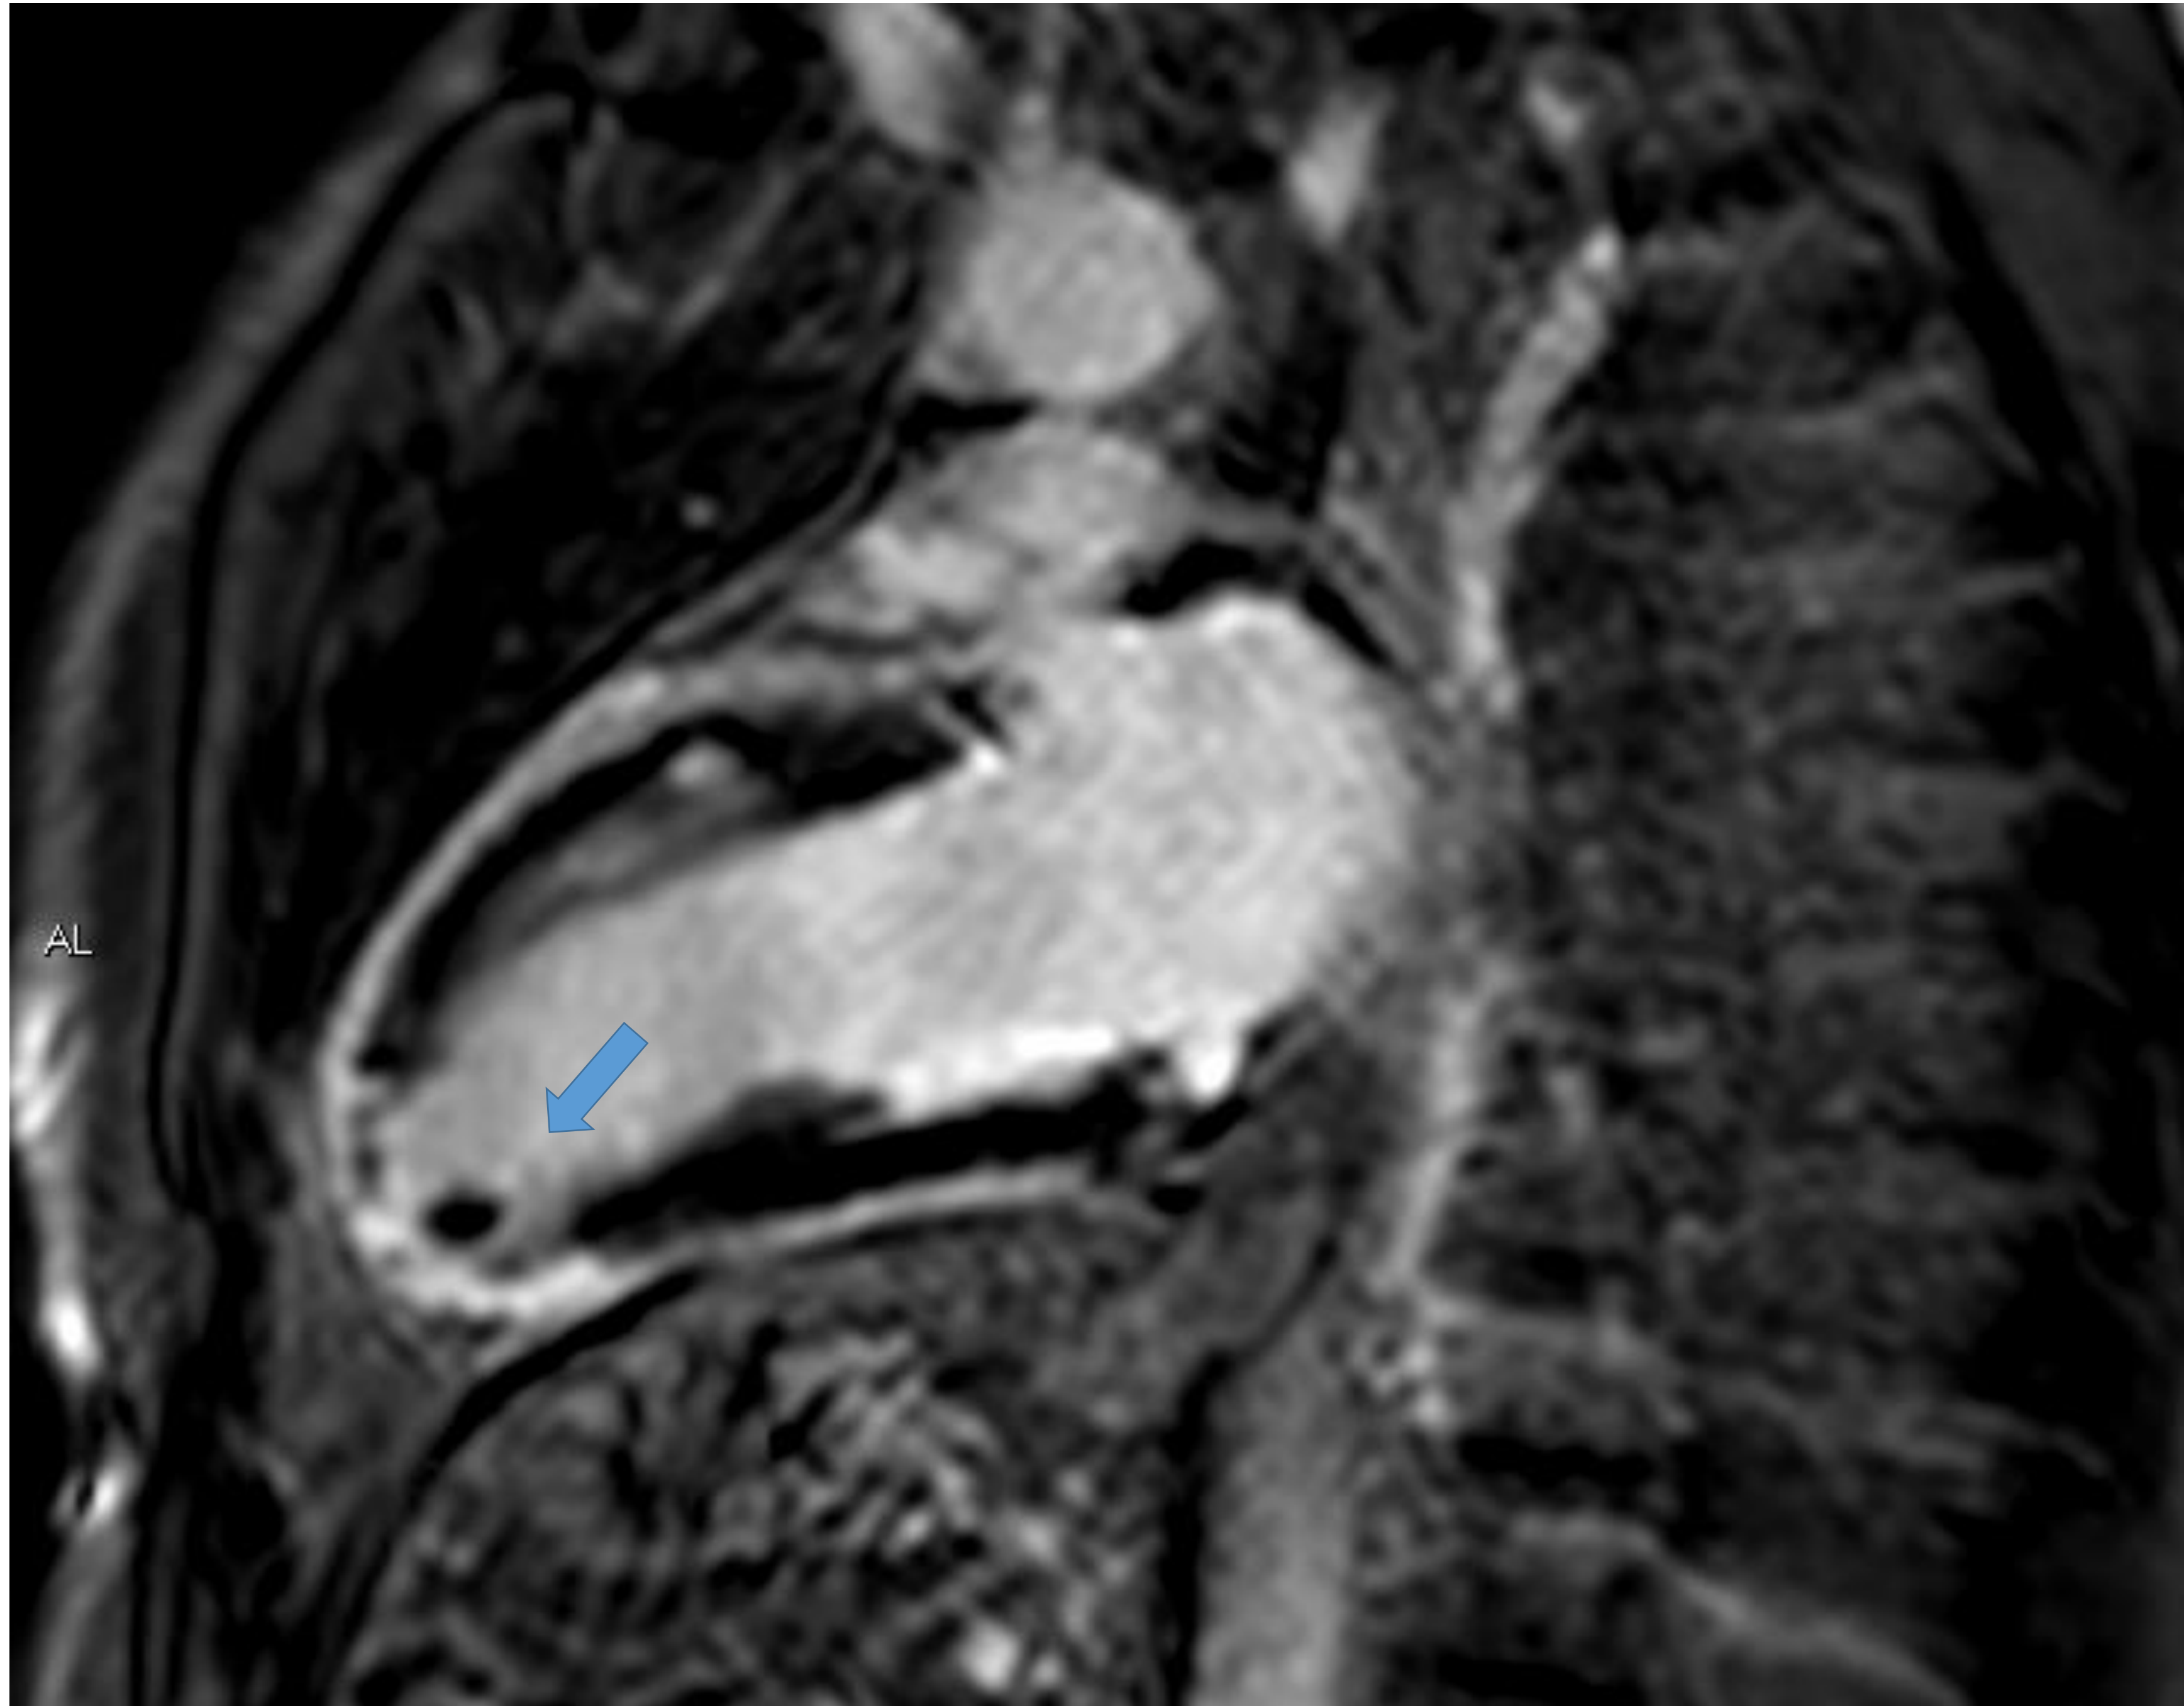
Estudio de RM en secuencia T2 con contraste que muestra una lesión hipointensa, pequeña y bien definida, compatible con un trombo de perfil crónico en el apex del ventrículo izquierdo.
